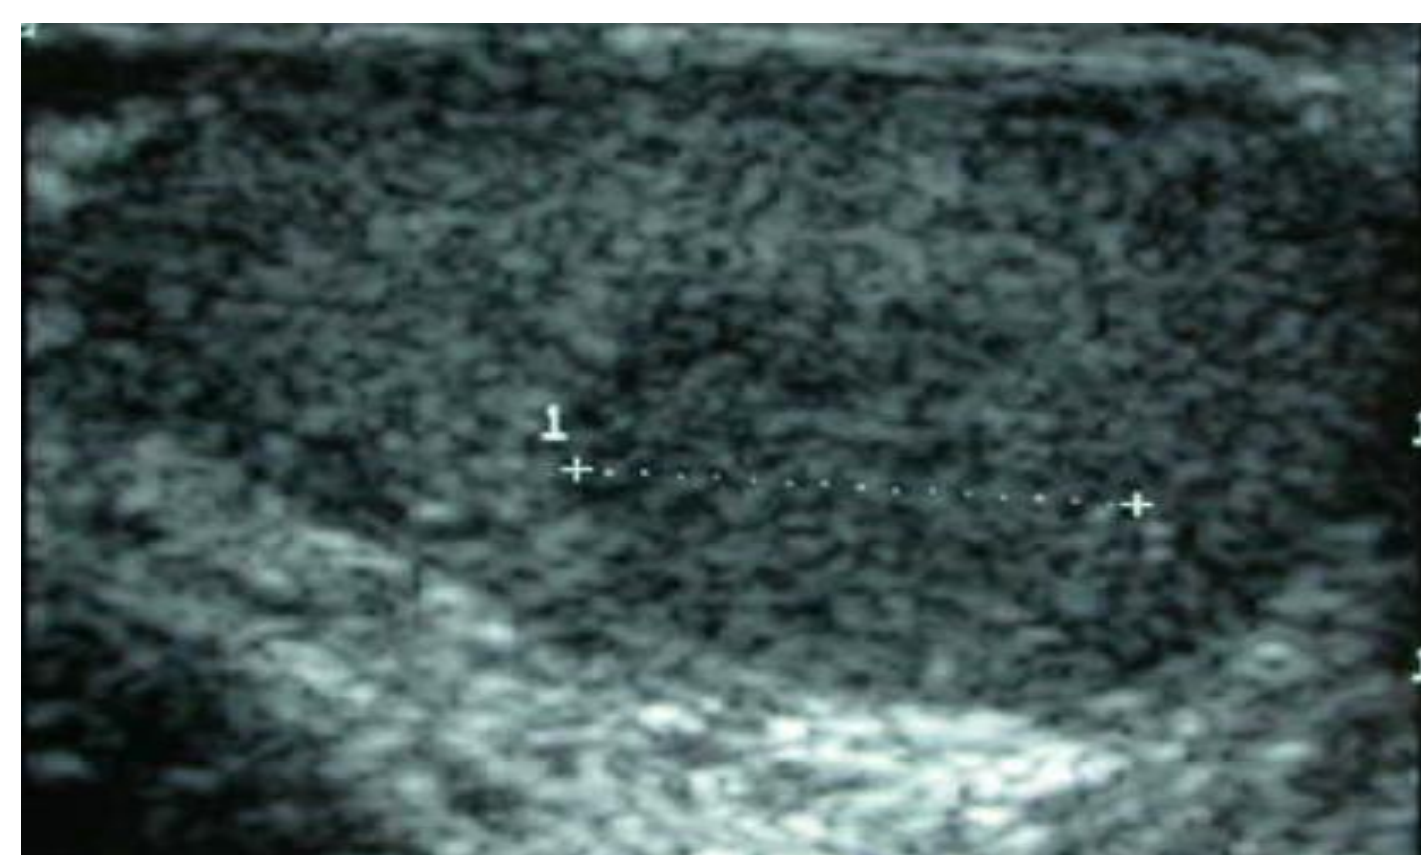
Échographie testiculaire droite Nodule droit hypoéchogène hétérogène bien limité, Vascularisé, sans signes de rupture de l'Albuginée
